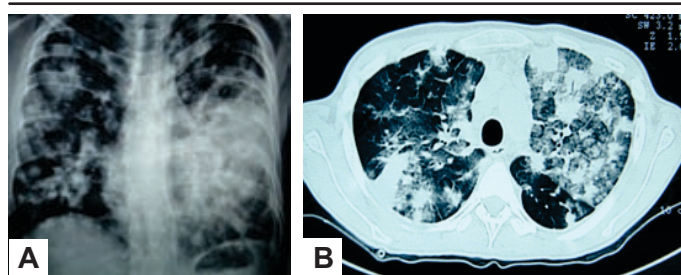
A, radiografía posteroanterior de tórax. B, tomografía axial computarizada de tórax.
